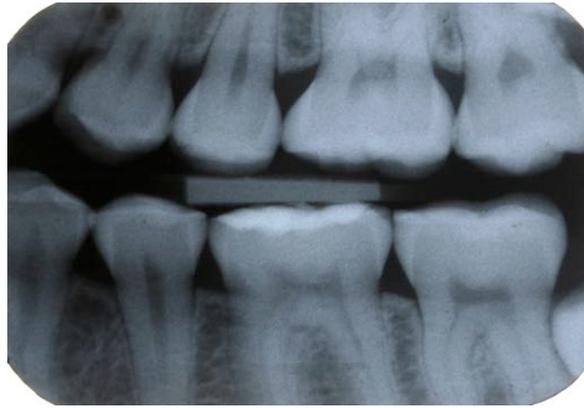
Bitewing gauche du 7.1.11
